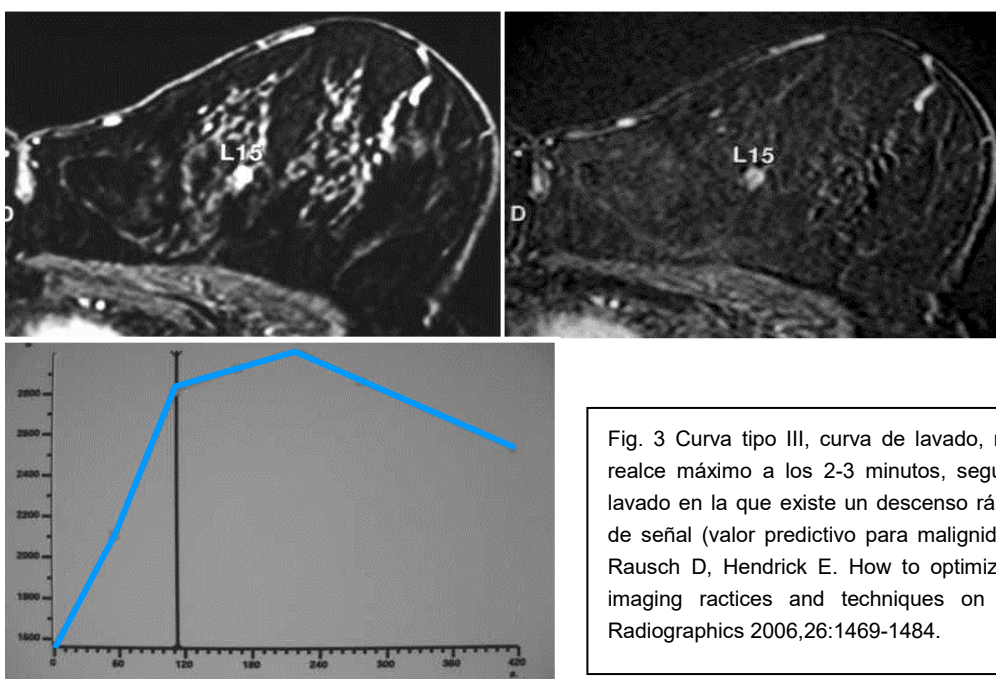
Curva tipo III, curva de lavado, muestran un pico de realce máximo a los 2-3 minutos, seguido de una fase de lavado en la que existe un descenso rápido de la intensidad de señal (valor predictivo para malignidad del 87%. Fuente: Rausch D, Hendrick E. How to optimize clinical breast MR imaging practices and techniques on your 1,5-T system. Radiographics 2006,26:1469-1484.
